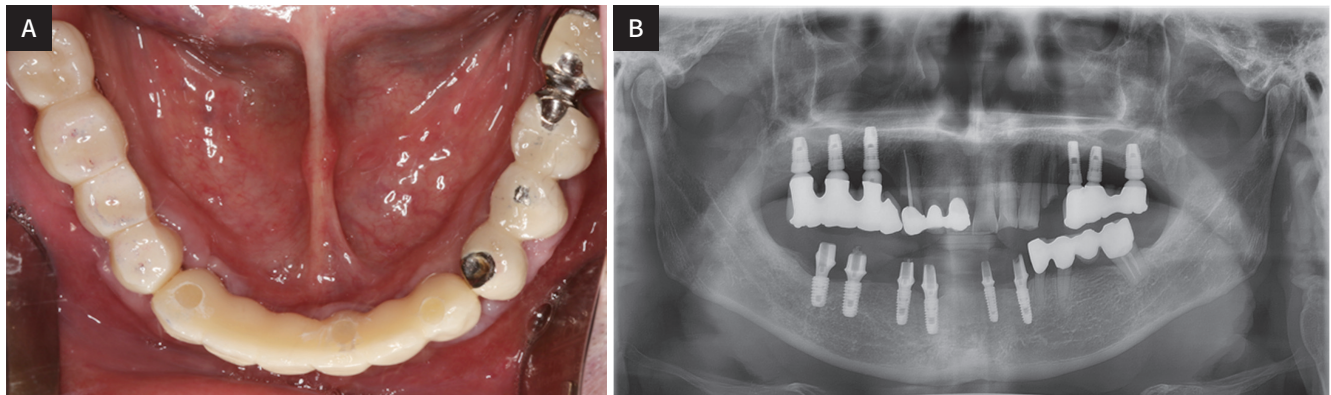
Clinical and radiographic views after provisional crown delivery. (A) Lower clinical view, (B) Panoramic view.
